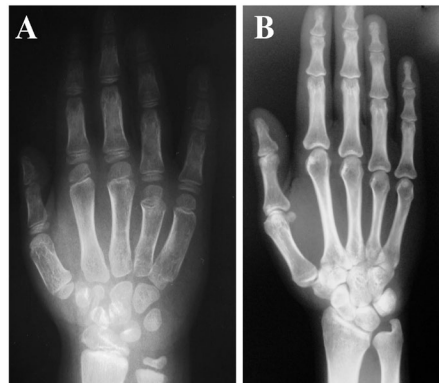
Radiografía de la mano derecha de (A) una niña con PHP1A causado por una delección intragénica en *GNAS* y (B) una mujer con AD-PHP1B con pérdida de la metilación en el exón A/B asociada a delección en *STX16*.
